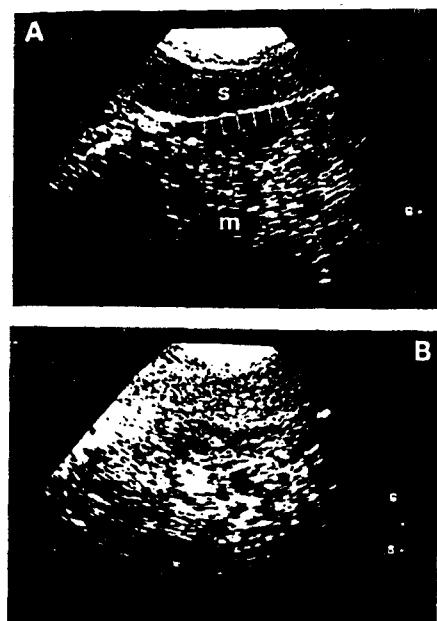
(a) 상당히 크고 복잡한 양상을 나타내는 매스 (m)에 인접한 비장의 초음파상. 비장의 피막은 이상이 없는 것으로 보인다(작은 화살표). (b) 탐촉자의 위치를 약간 바꾸면 비장이 매스에 계속되고 있음을 나타내는 피막이 보이지 않게 된다. 최종진단은 비장혈관육종이었다.
